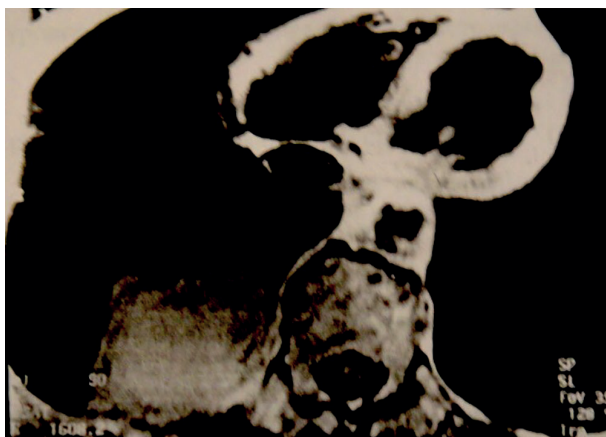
МРТ грудной клетки в аксиальной проекции на уровне сердца (Т1-взвешенное изображение). Плевра на уровне десятого сегмента утолщена, не дифференцируется экстраплевральная жировая прослойка
